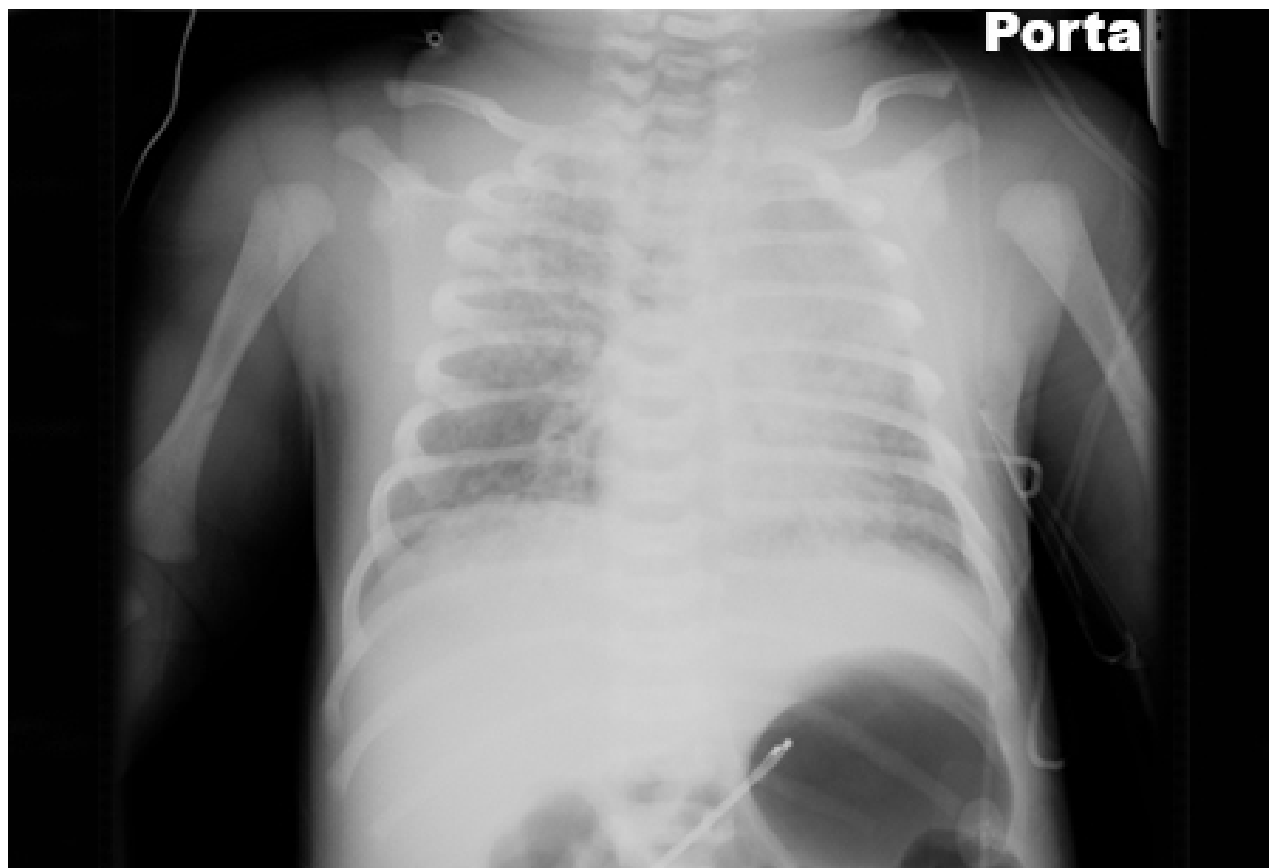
Radiografia torácica mostrando infiltrações irregulares em ambos os pulmões, sugerindo atelectasia em um paciente com síndrome da aspiração meconial (SAM)
